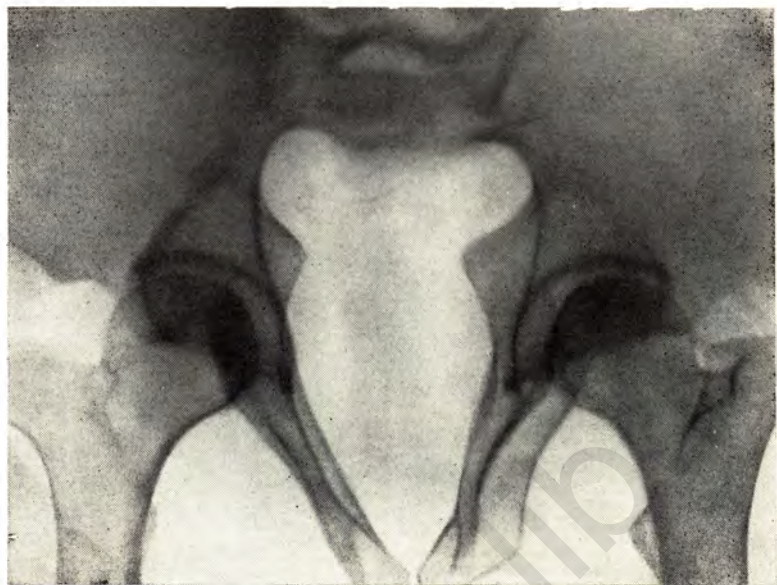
Рентгенограмма входа в таз. Робертсовский таз.
